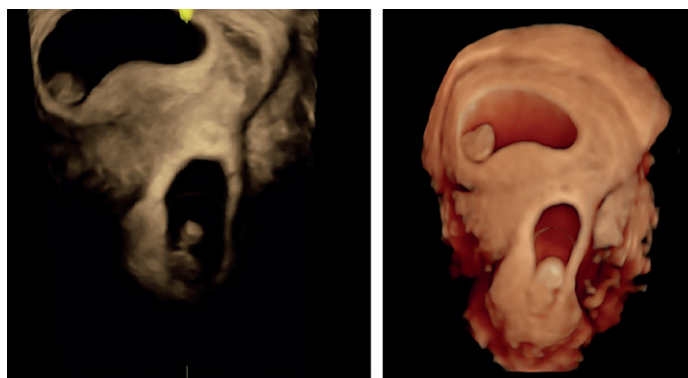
Ecografía transabdominal en donde se advierten dos sacos gestacionales: uno ubicado en el fondo y el otro implantado en la cicatriz de la cesárea.
